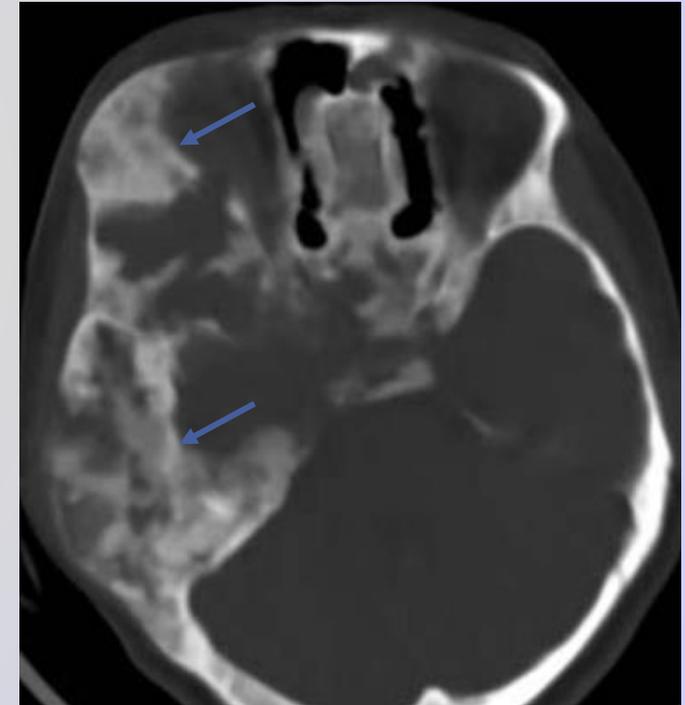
reconstrucción en plano axial de TC con ventana ósea que revela extensa expansión de huesos de la base de cráneo derecha con patrón pagetoide. (flechas)
